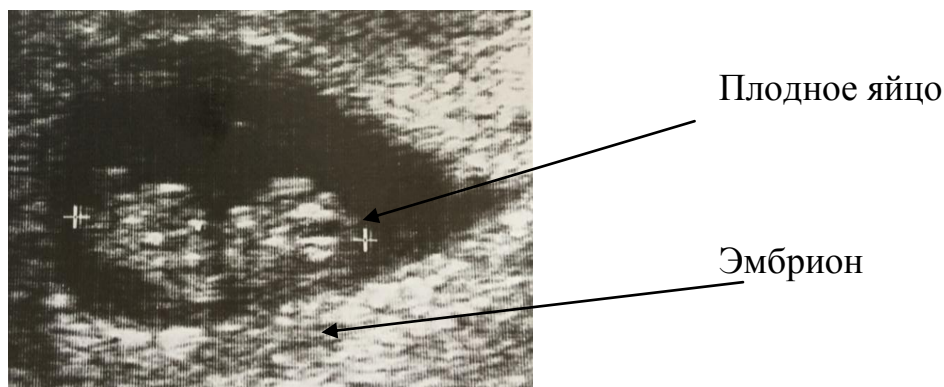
УЗИ в 8-9 недель беременности
